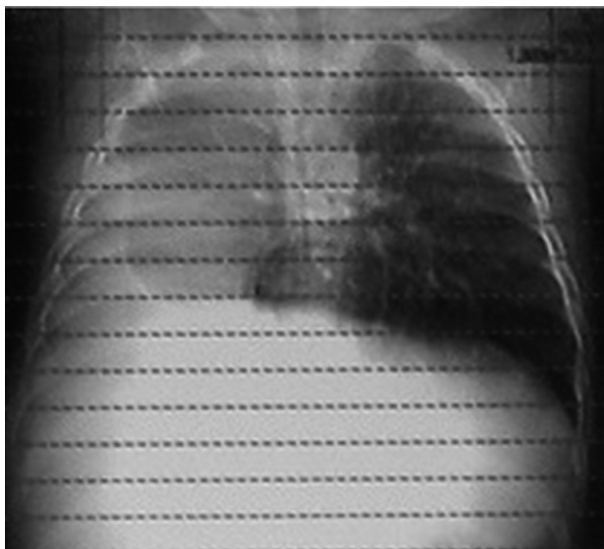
CT pulmonar spiralat multisețional. Hiperinflarea pulmonului stâng cu herniere contralaterală. Deplasarea mediastinului spre dreapta.
